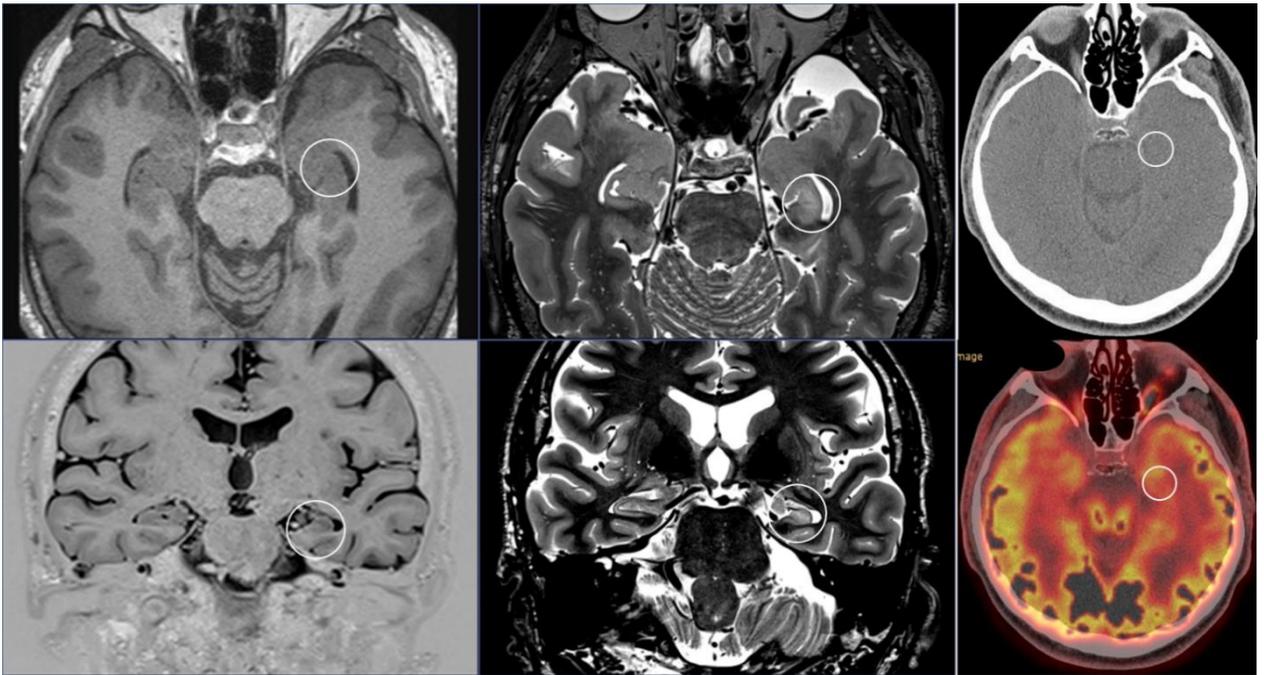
Повышение МР-сигнала (МРТ 3 Тл.) и признаки снижения метаболизма ^{18}F -ФДГ (ПЭТ) в области левого гиппокампа
